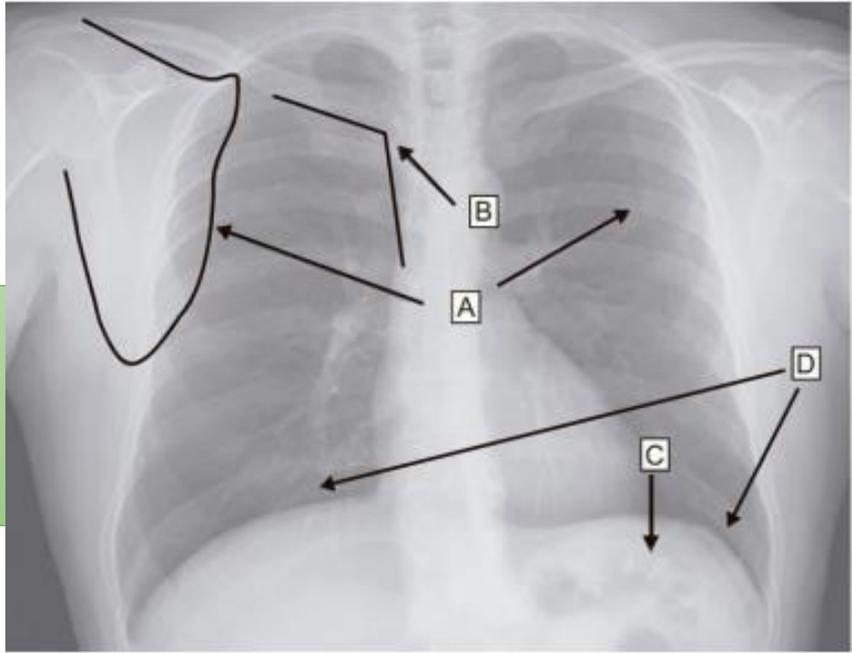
Telerradiografía de tórax en la que observan A) escápulas; B) ángulo formado entre la clavícula y la columna vertebral; C) cámara gástrica y D) hemidiafragmas abatidos.
